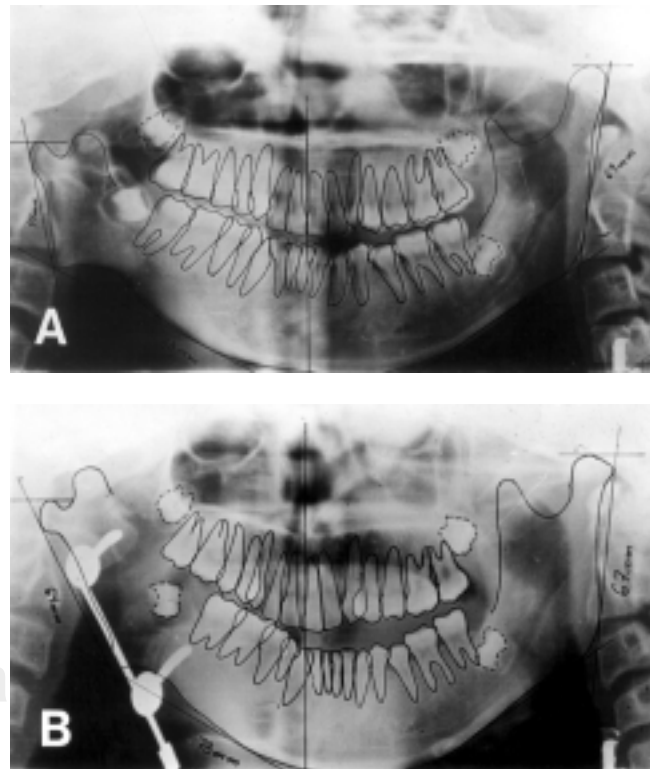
A. Ortopantomografía de un paciente con microsomía hemifacial derecha. B. Distracción unidireccional de 22 mm.
